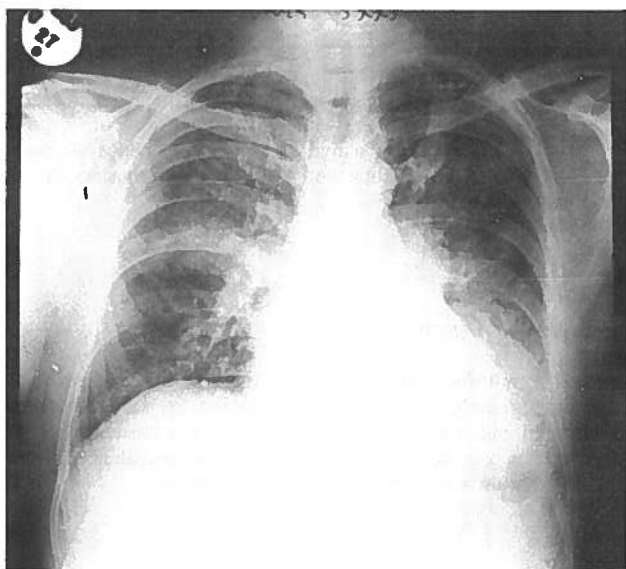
Radiografia Pulmonar. Admissão. Infiltrado peri-hilar bilateral de padrão intersticial e limites imprecisos. Hipotransparência na base esquerda. Aumento da silhueta cardíaca com apagamento do contorno cardiofrénico esquerdo.
